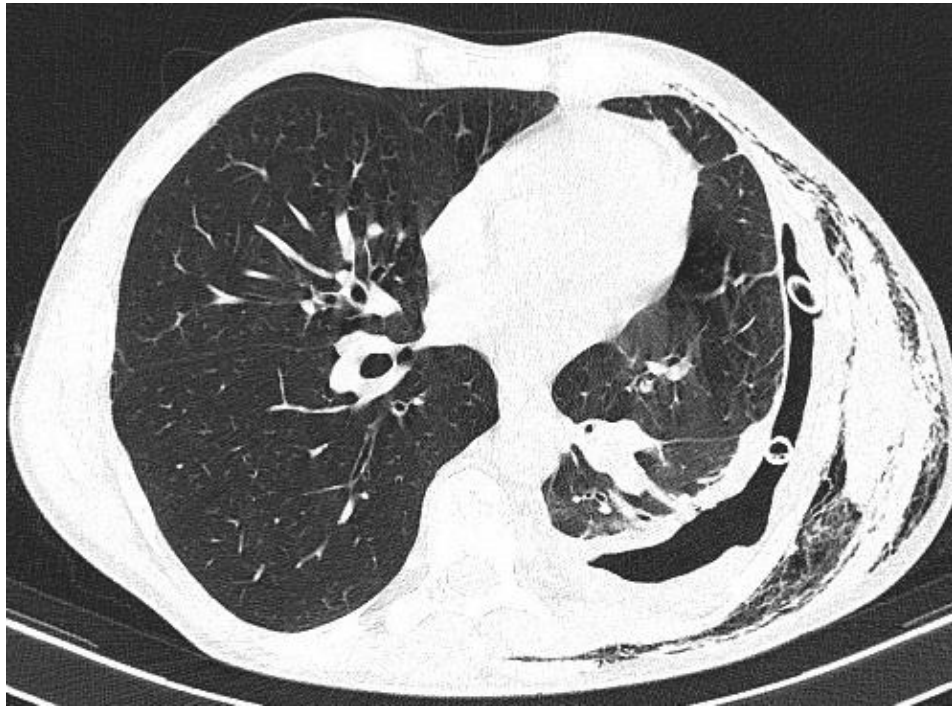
МСКТ больного Р. 2-е сутки после операции
